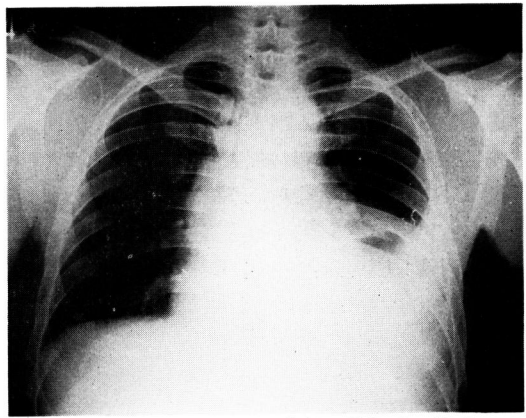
症例2の胸部X線像（20病日）
